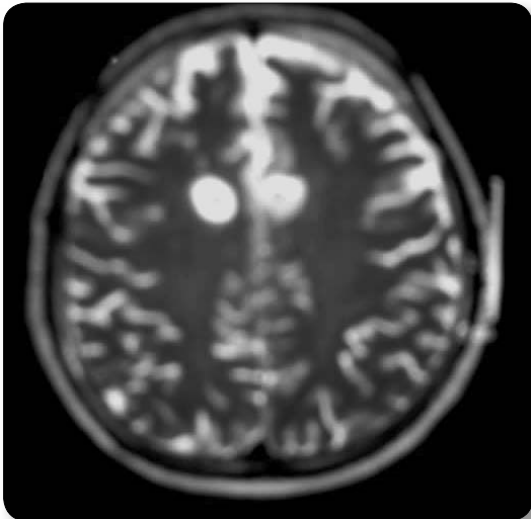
Corte axial en la secuencia ponderada en T2 de la RMN de control que muestra las imágenes hiperintensas correspondientes a las lesiones bilaterales.
